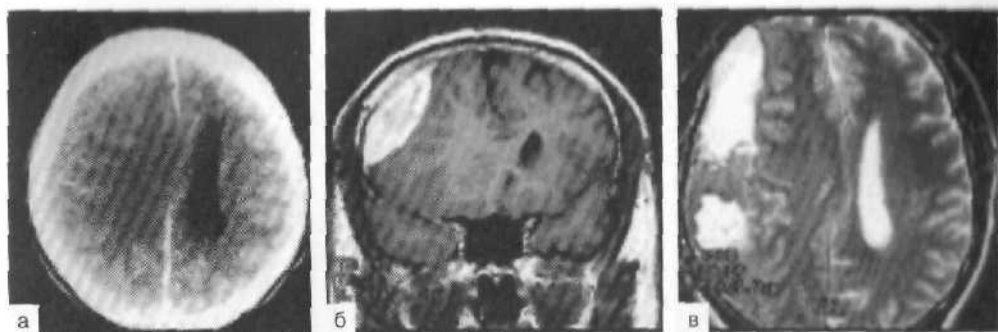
Изоденсивная ХСГ: компьютерная томография (а); МРТ в режимах T1, T2 [фронтальный (б) и аксиальный (в) срезы].
